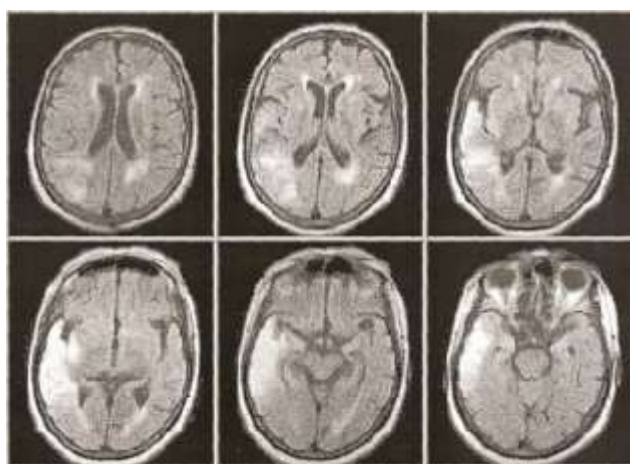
МРТ (Больная П., 73 года).
